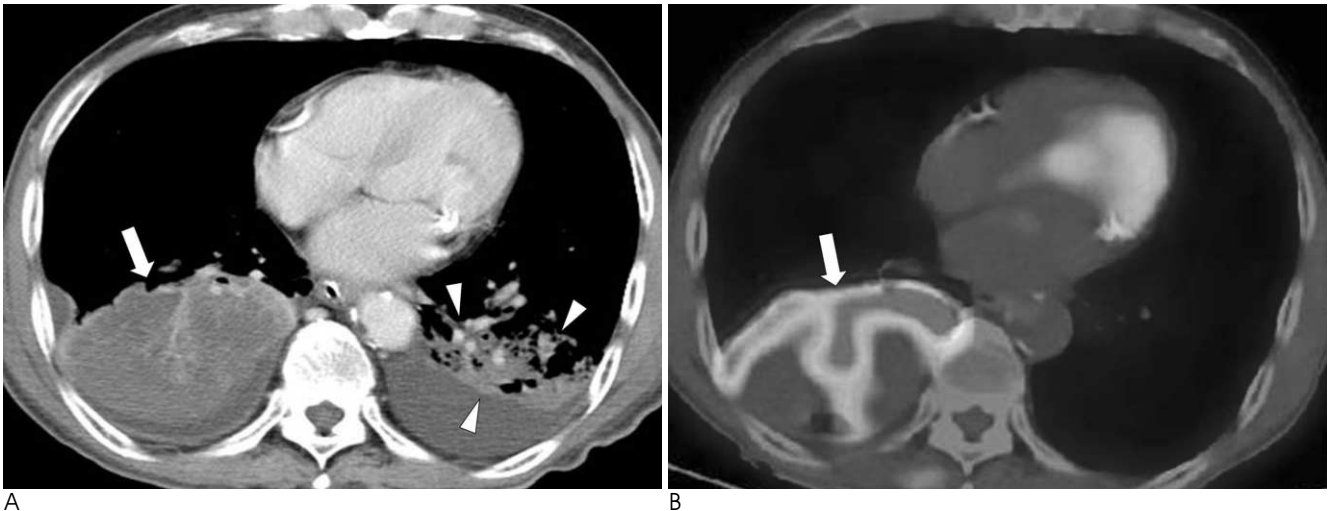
Squamous cell carcinoma mimicking necrotizing pneumonia. A 71-year-old man complained of fever and cough. WBC count was 20,000 mm³. We interpreted it as necrotizing pneumonia based on CT findings and clinical manifestation. Level of cyfra21-1 was 14.9 ng/mL and CEA 14.1 ng/mL. It was confirmed as squamous cell carcinoma on bronchoscopic biopsy.
